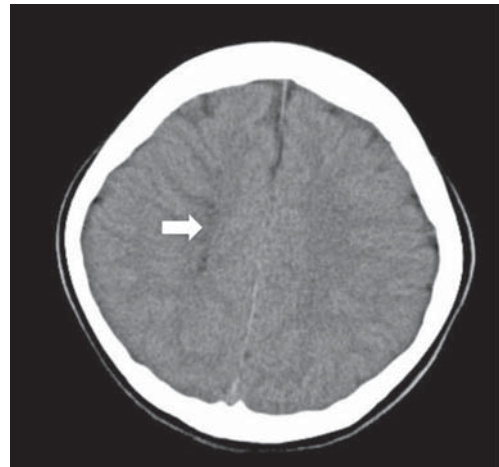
Initial brain CT. arrow shows low density
